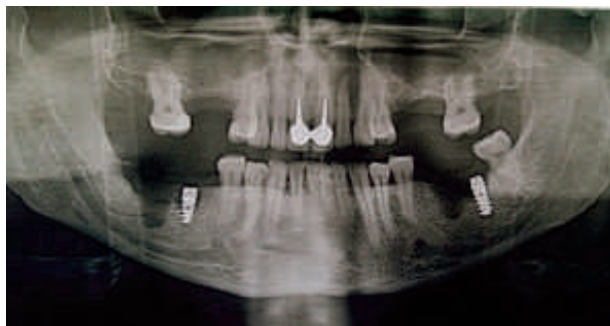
По данным конусно-лучевой компьютерной томографии определяются имплантаты в области 3.7 и 4.6 и деструкция костной ткани в области дезинтегрированных имплантатов на 14-е сутки.
